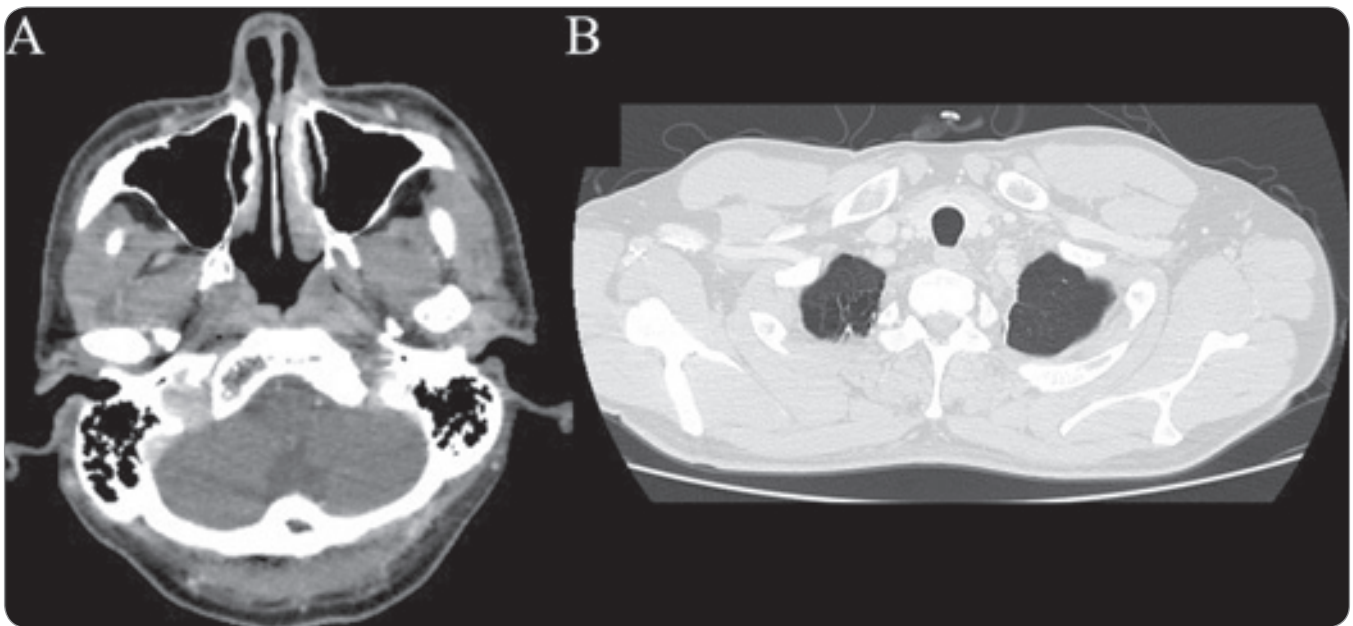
(A) CT scan taken 14 months after the start of the treatment revealed disappearance of the primary lung lesion; (B) the osteolytic lesion in the occipital condyle had shrunk and showed ossification.
